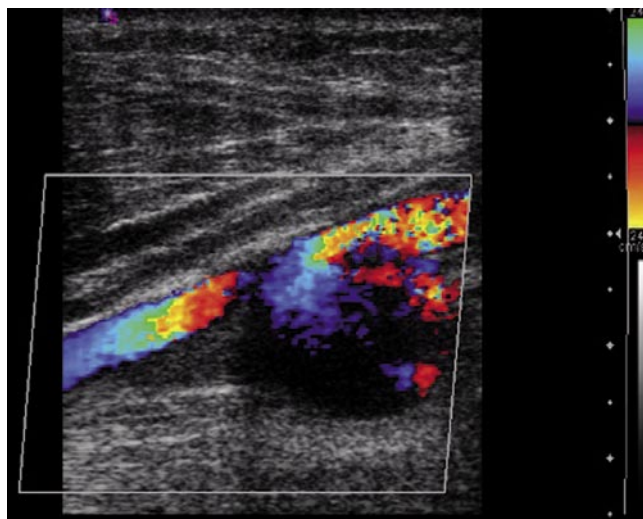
УЗИ пациента с посттравматической псевдоаневризмой. Отмечается двухнаправленный кровоток в шейке псевдоаневризмы.
